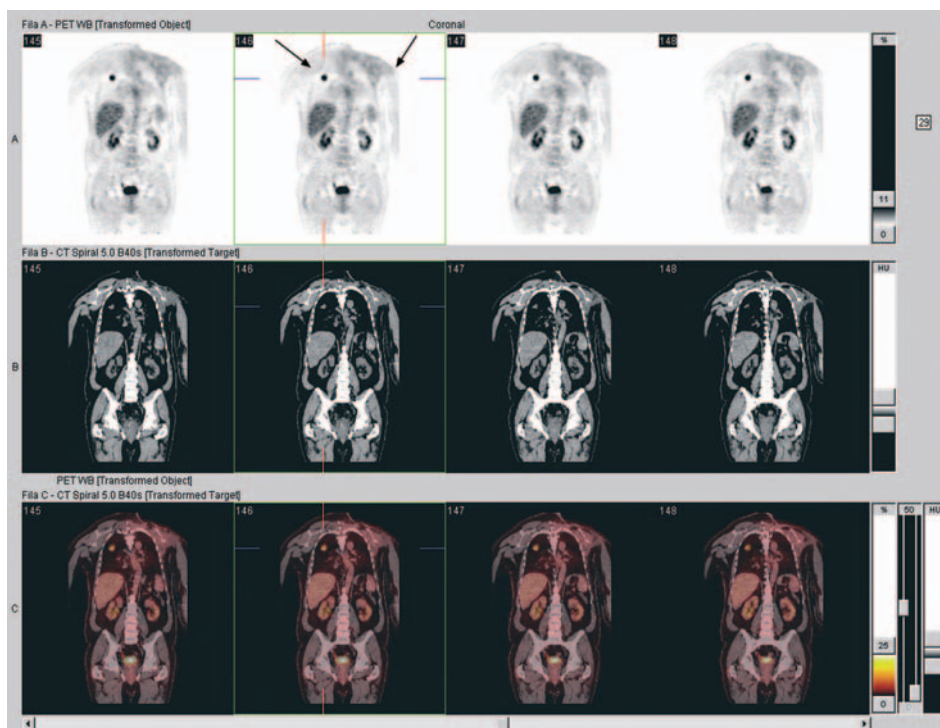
La diferencia del campo de visión del TAC (50 cm) y la del PET (60 cm) produce la truncación en la imagen del TAC. Esta interfiere en los planos correspondientes del PET: no corrección de la atenuación en el brazo (flecha derecha) y una desviación en la captación del nódulo (flecha izquierda).
